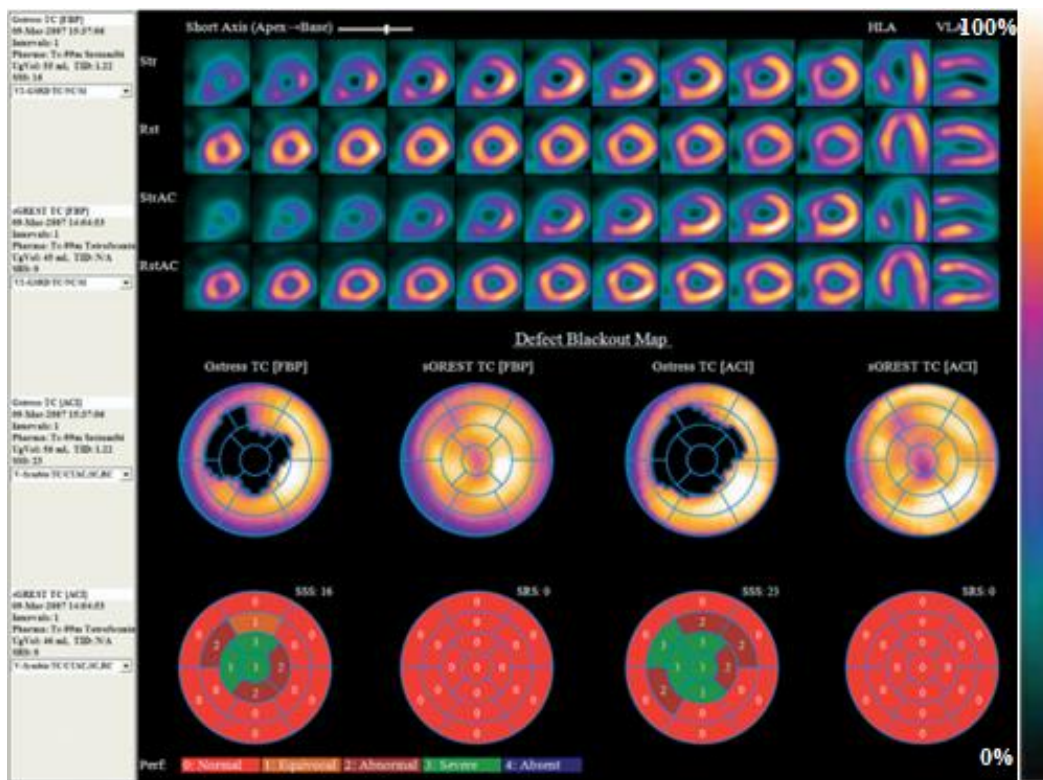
Janela de visualização pertencente ao software Corridor 4DMSPECT™ (62).
